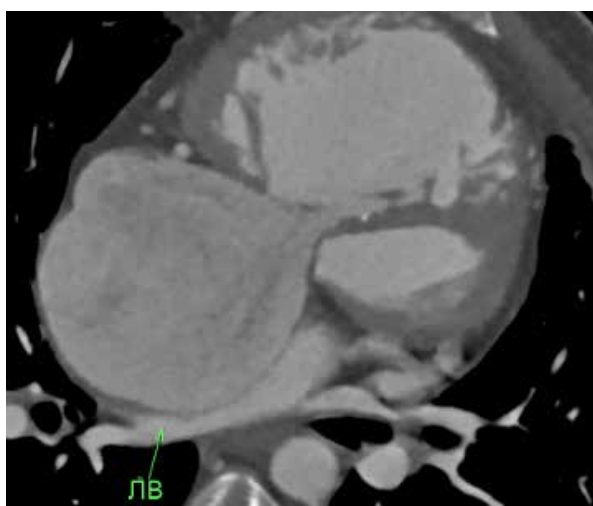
МСКТ в аксиальной проекции. Компрессия правых легочных вен с увеличенным правым предсердием.
